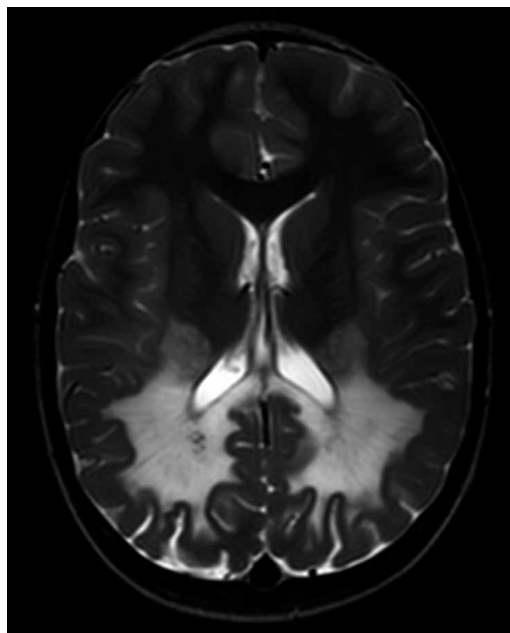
Imagen de la resonancia magnética cerebral realizada al paciente.
